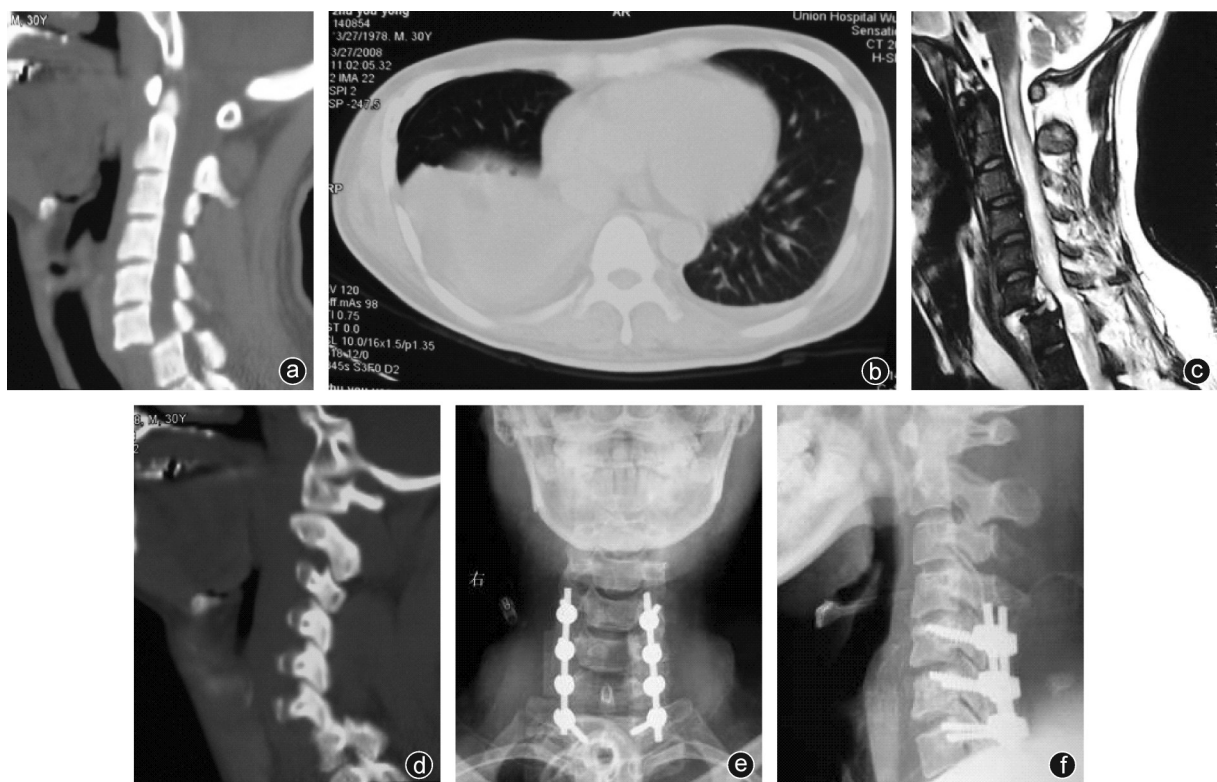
病人,男,30岁,C<sub>6</sub>滑脱合并高位截瘫,急行气管切开、呼吸机辅助呼吸、闭式胸腔引流和颅骨牵引 a: CT三维重建矢状位示 C<sub>6</sub>椎体向前 IV 度滑脱,合并高位截瘫, C<sub>6</sub>平面以下感觉运动消失,有呼吸衰竭的表现; b: 肺部CT显示肋骨骨折、气气胸; c: ICU 治疗3周后,病人能够脱离呼吸机,维持血氧饱和度正常, MRI 检查示 C<sub>6</sub>椎体向前仍有 II 度滑脱, MRI T<sub>2</sub>像示明显脊髓损伤信号改变,颈髓损伤平面达到 C<sub>6</sub>水平以上; d: 病人脱离呼吸机后行CT检查,示 C<sub>6</sub>椎体向前 II 度滑脱, C<sub>6/7</sub> 关节突交锁; e、f: 颈后路切开,一期行后路关节突关节绞锁切开复位+减压+Vertax 内固定+植骨融合术,术后1周正侧位X线片
